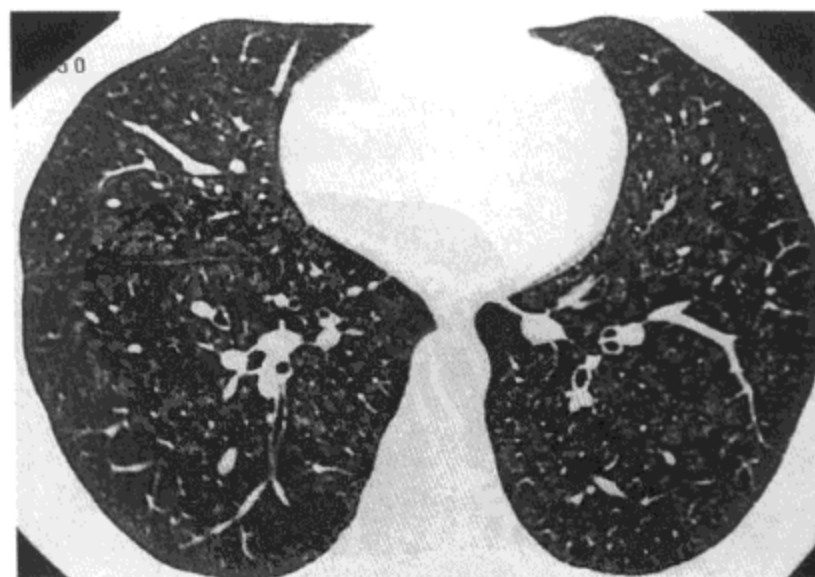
肺铁末沉着症。肺基底段水平的高分辨率 CT 影像 (1.0mm 层厚) 示双侧磨砂玻璃影与界限模糊的小叶中心性结节影。病人为一 57 岁男性 (经同意, 选自 Kim Kl, Kim CW, Lee MK 等. Imaging of occupational lung disease. Radiographics 2001;21:1371-1391)。
